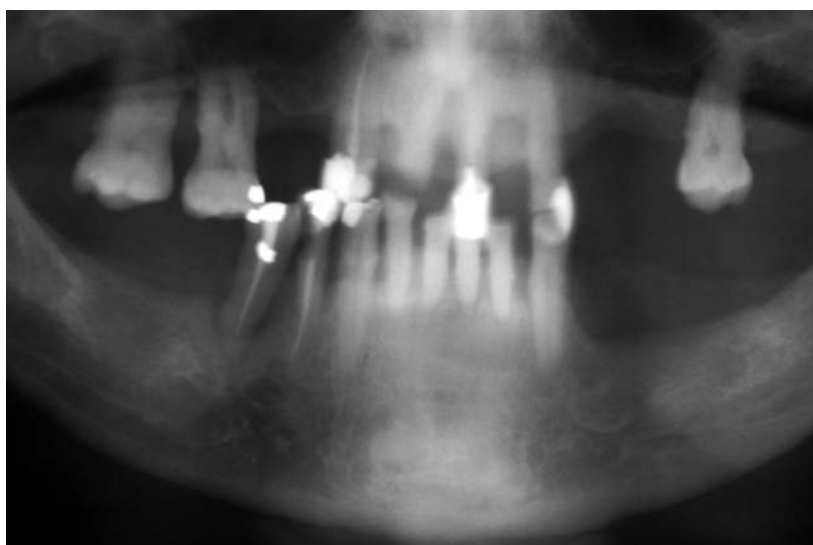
Corte de radiografia panorâmica mostrando as perdas ósseas generalizadas, com alguns dentes com tratamento endodôntico e restaurações atuais antes do tratamento.
